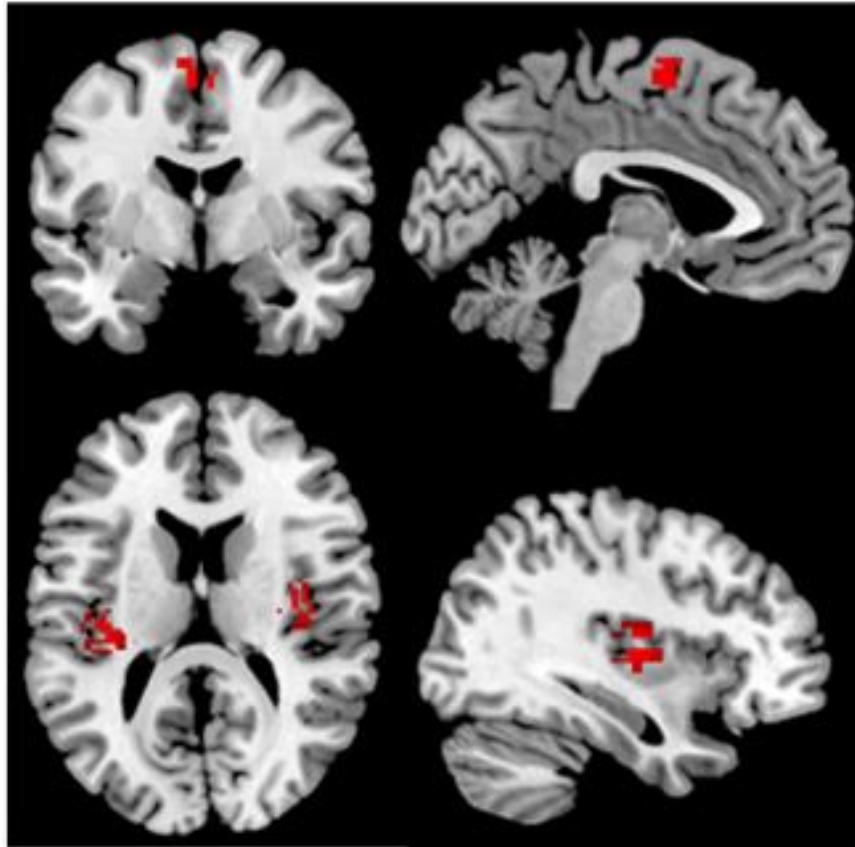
Meta-analysis of voxel-based MRI studies showing increased gray matter in mesio-frontal regions (upper row) and reduced gray matter in perisylvian regions bilaterally.
